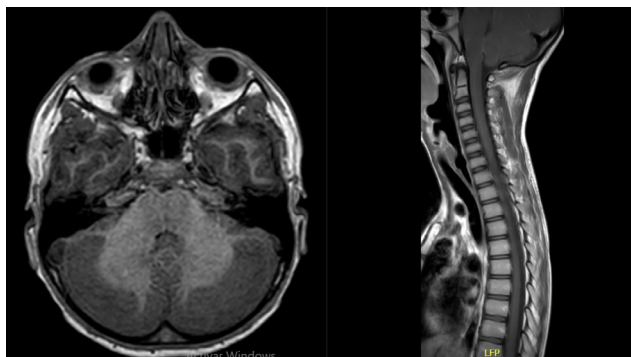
RMN cerebral y de columna.
